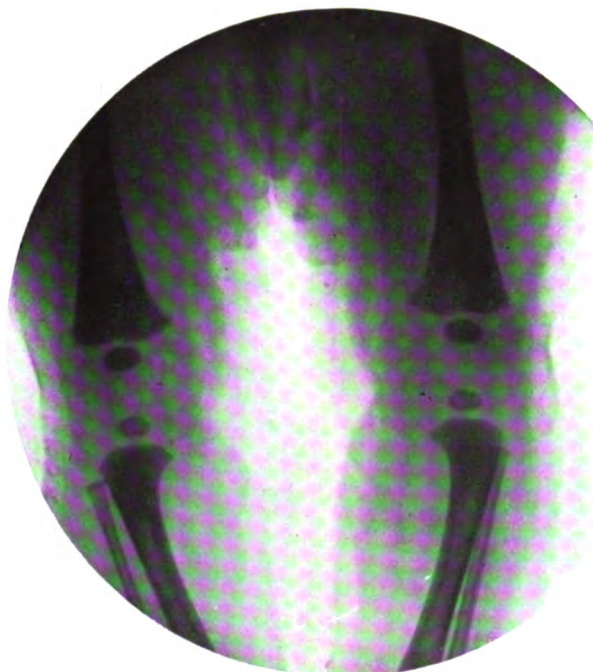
Radiographie des points d'ossification du genou, chez un nouveau-né, à terme, du sexe féminin, pesant 5.500 gr. et ayant 0,49 cm. de longueur.
